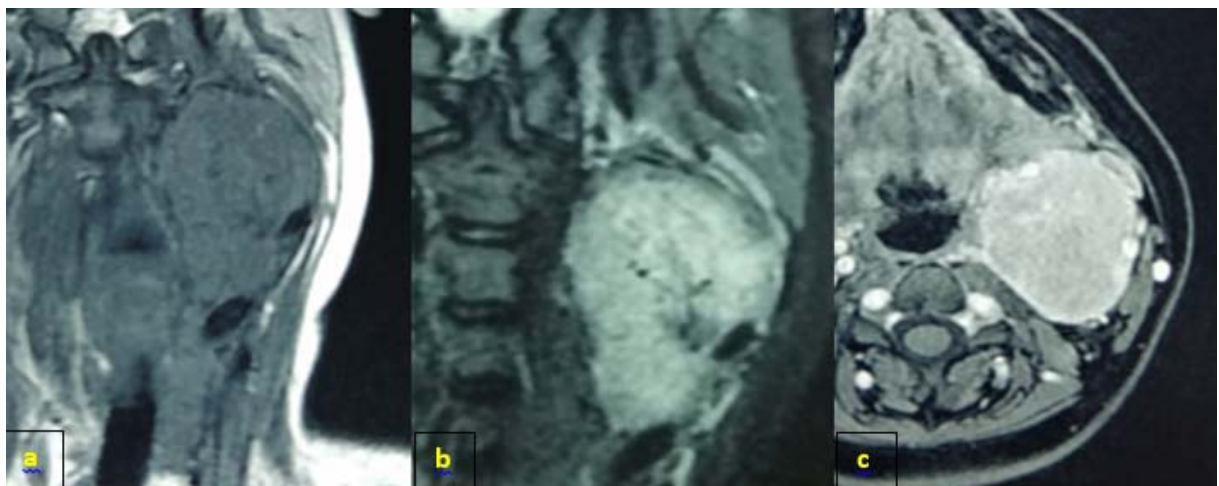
IRM en coupe coronale en T1 (a), coupe coronale en T2 (b), coupe axiale en T1 après injection de gadolinium (c), montrant une masse cervicale du côté gauche écartant l'artère carotide interne et externe, iso-intense en T1, hyper intense en T2, avec un rehaussement intense après l'injection de gadolinium.
